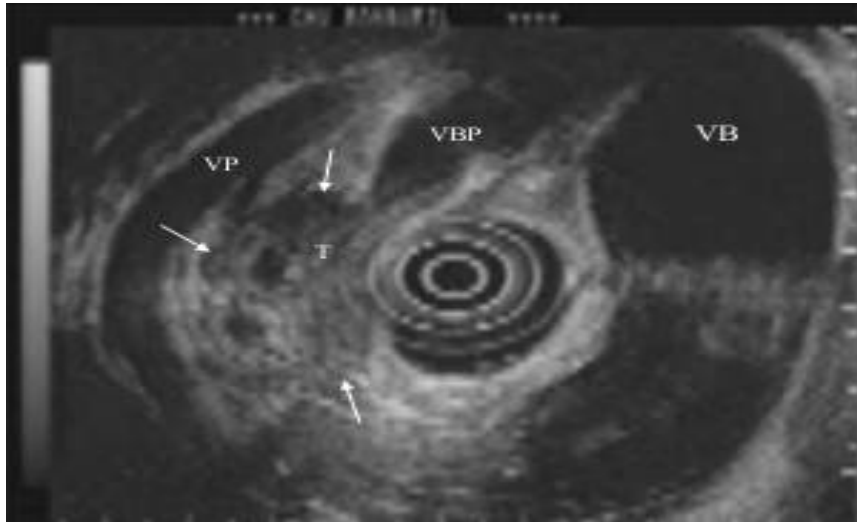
Tumeur du pancréas en échographie
